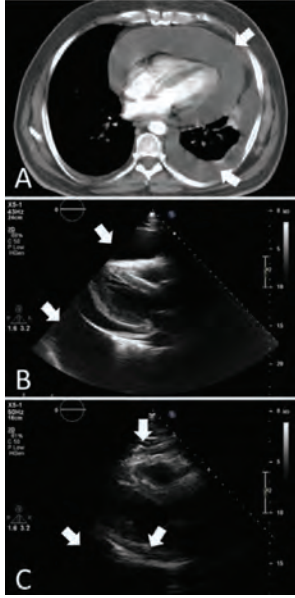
(A) Massive pericardial and pleural effusion in thoracic tomography. (B) Pericardial effusion surrounding the heart and pleural effusion. (C) Pericardial effusion was drained completely.
